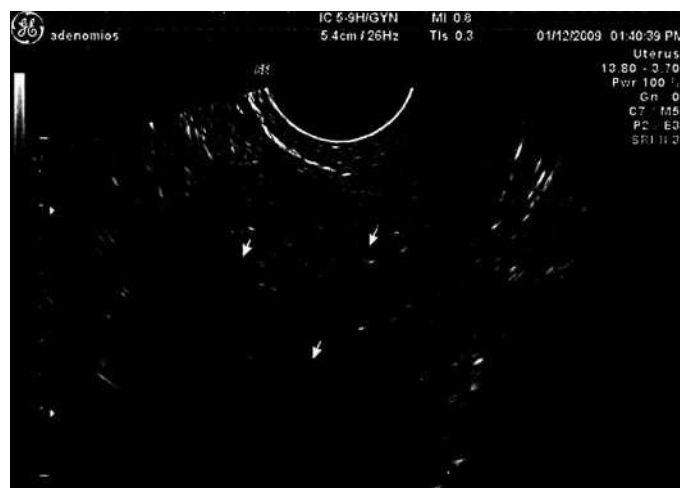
Диффузная форма аденомиоза. УЗИ
